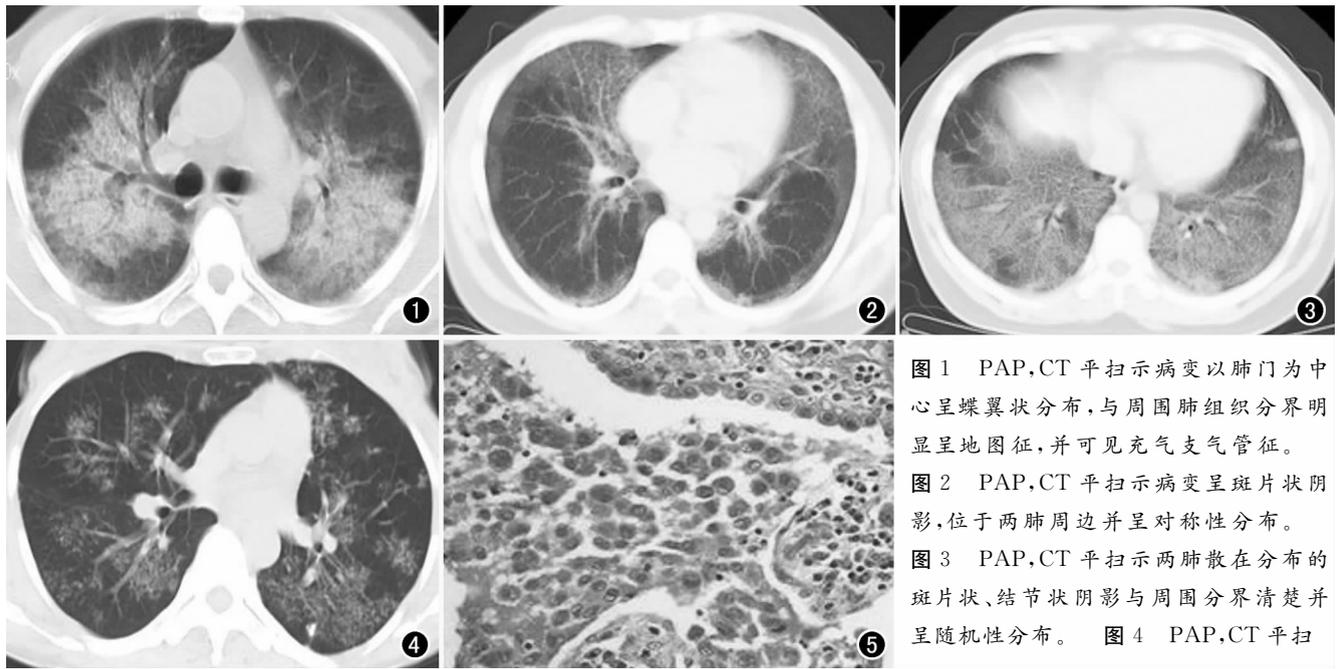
PAP,CT平扫示病变以肺门为中心呈蝶翼状分布,与周围肺组织分界明显呈地图征,并可见充气支气管征。
